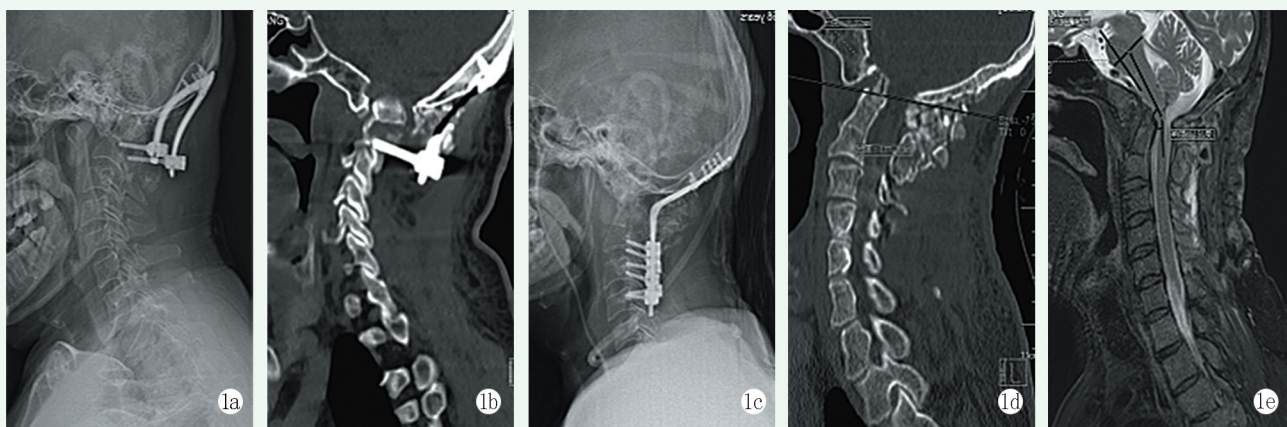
患者,男,56岁,诊断:颅底凹陷症;寰椎枕骨化畸形;寰枢椎脱位;C₂、C₃分隔不全 1a:初次手术行经口腔前路松解,后路颈枕融合,术后1个月X线片示内固定松动 1b:CT三维重建示内固定有切割、移位 1c:行后路翻修植骨融合术后X线片示延长了节段固定 1d:翻修术后CT示寰枢椎复位良好,颅底凹陷完全纠正 1e:翻修术后MRI示脊髓解除压迫
